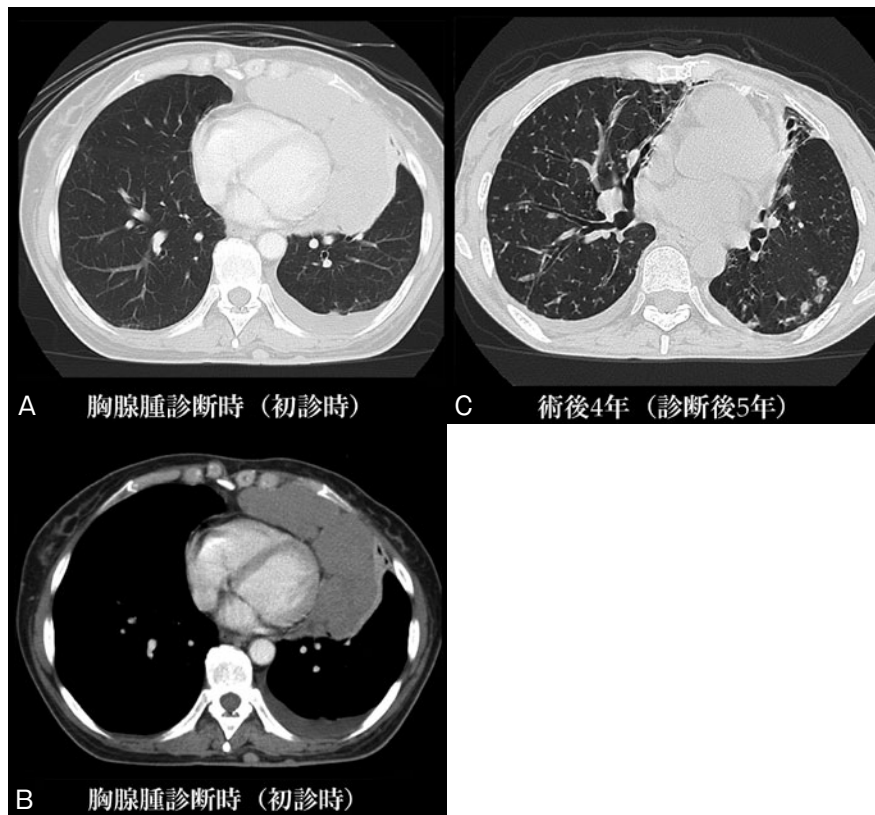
胸腺腫診断時と入院時の画像所見. (A, B) 胸部造影CT画像. 前縦隔に心膜に接するように充実性の腫瘤影を認め、左胸水を伴っている. (C) 胸腺腫術後4年、呼吸困難増悪時の胸部造影CT画像. 両側肺野にびまん性に小粒状影、および円柱状気管支拡張像を認める.
